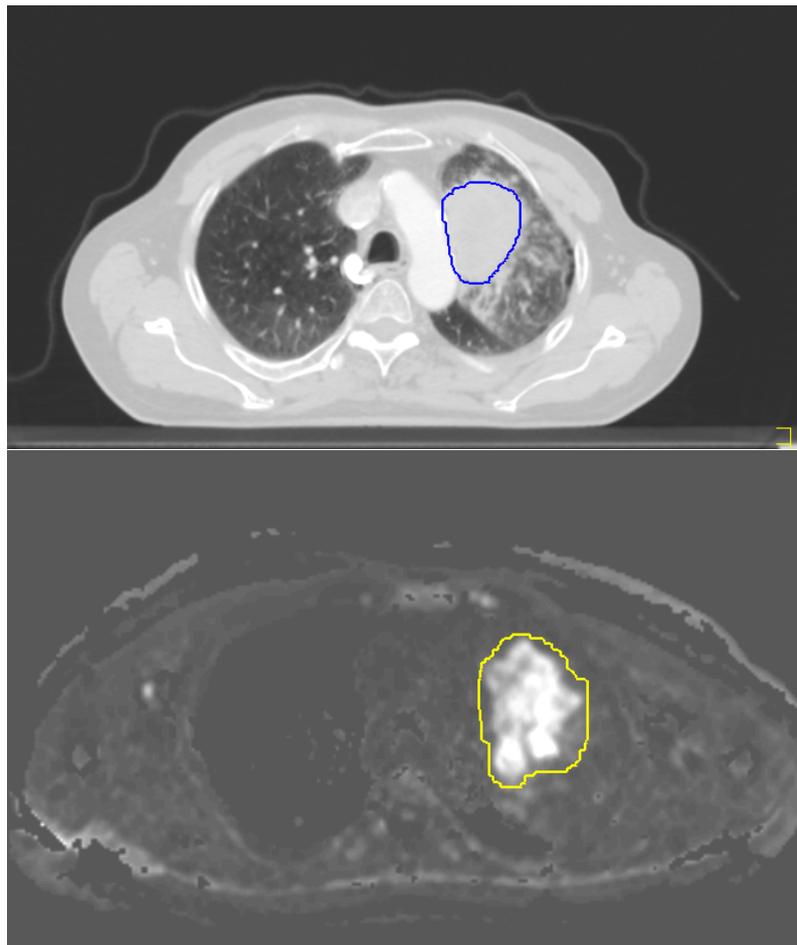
Fall 13: CT Lungenfenster und DWI. Hier ist die bessere unterschiedliche Unterscheidbarkeit von Atelektase in CT und DWI gut sichtbar.
